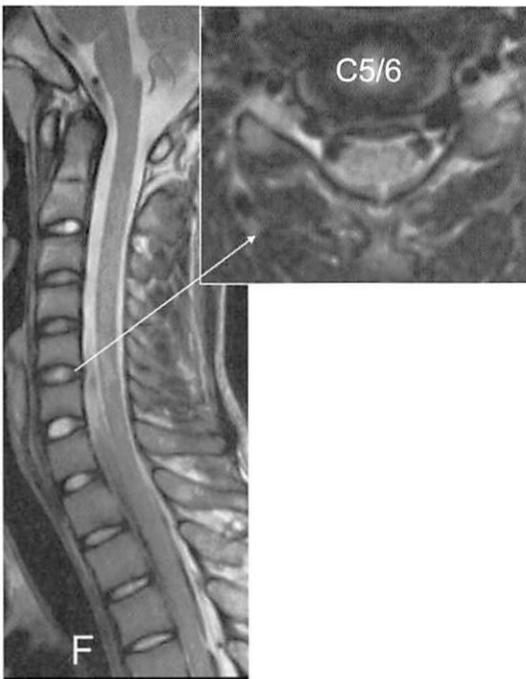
Neutral-MRI; T2WI sagittal image and axial image at C5/6
